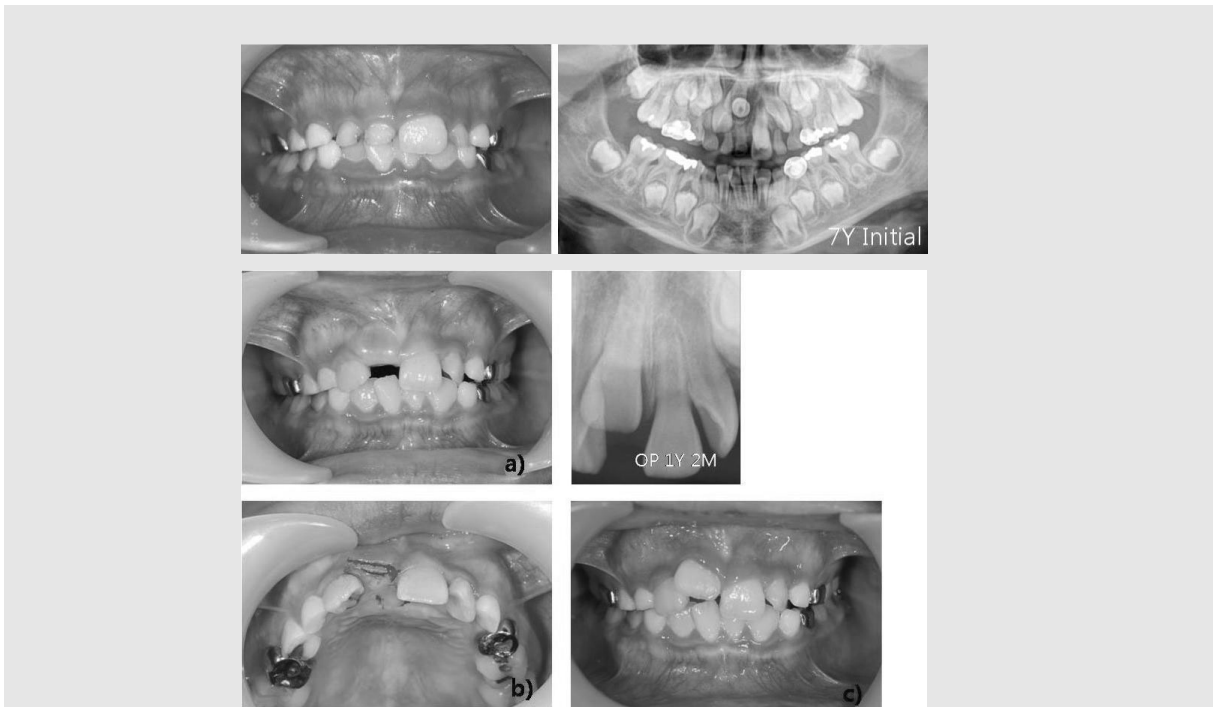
초진 임상사진 및 파노라마 사진에서 과잉치에 의해 상악 우측 영구 중절치의 맹출이 방해받고 있는 양상이 관찰되어 과잉치를 제거하였다. a) 과잉치 제거 후 1년 3개월 경과 후 임상사진 및 방사선 사진으로 상악 우측 중절치는 맹출되어 있고 중절치는 치은하방에 용기되어 있다. b) 치아 맹출을 촉진시키기 위해 단순히 치아절단면 부위의 치은을 조금 절제해 주었으며 c) 개창 후 1개월 경과된 소견으로 치아의 맹출 촉진된 것을 알 수 있다.
